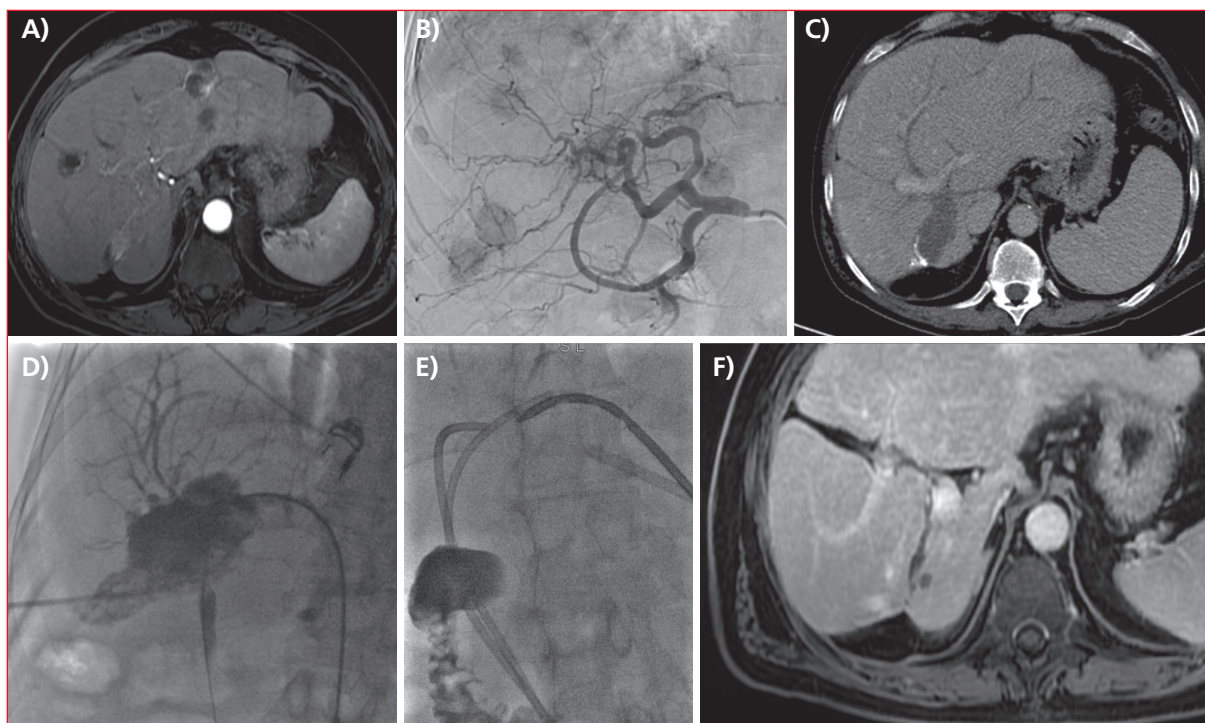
• Exemple de toxicité hépatobiliaire chez un patient de 54 ans avec une TNE iléale de grade 2. Antécédent d'hépatectomie droite pour métastases et de résection de la tumeur primitive. L'IRM (A) met en évidence une récurrence des métastases dans le foie restant, apparaissant sous forme de blushs tumoraux sur les images d'angiographie soustraite (B). Le patient a été traité par deux séances de chimioembolisation conventionnelle (doxorubicine et Lipiodol) et par une séance de chimioembolisation aux billes chargées à la doxorubicine. Dans les suites, le patient a développé une dilatation minime des voies biliaires puis un bilome sectoriel postérieur (C), communiquant avec les voies biliaires (D). Le traitement a consisté en la mise en place de drains biliaires percutanés et d'un drainage du bilome (E) qui ont permis la résolution des lésions (F).
